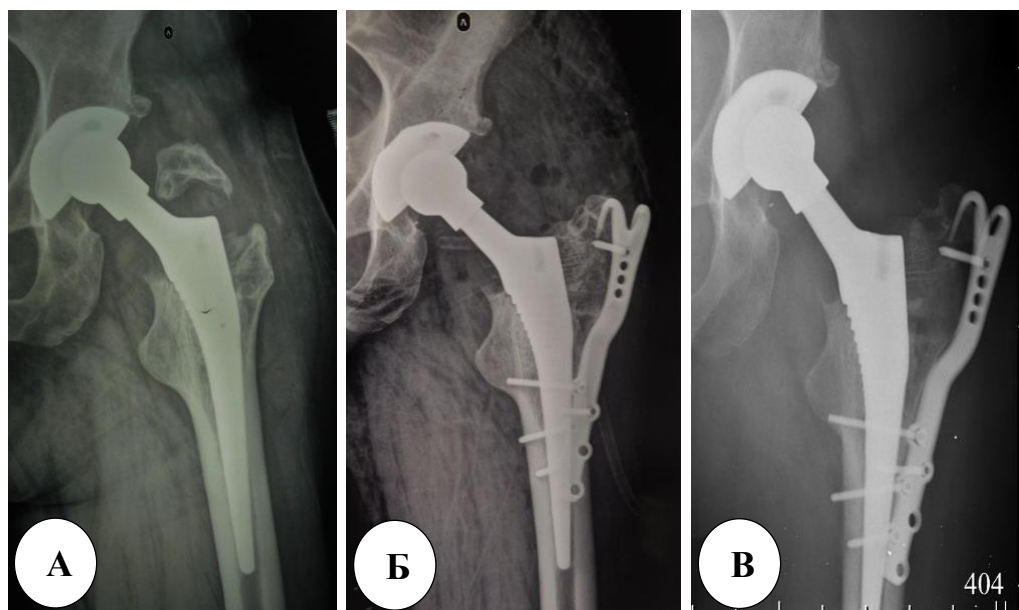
Рентгенограммы пациента с перипротезным переломом большого вертела: А – до операции; Б – после операции;
